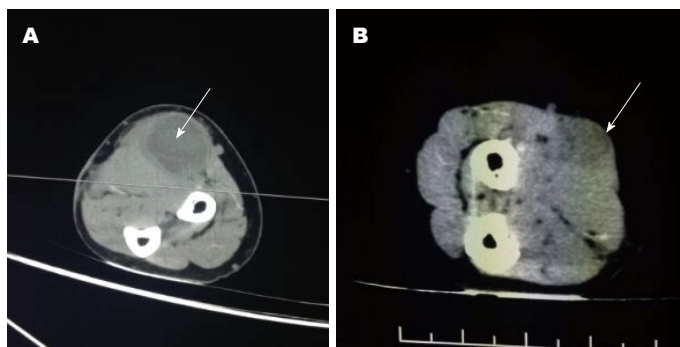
UPS治疗过程中影像学变化. A: 2015-07-06, 前臂CT: 右前臂桡侧肿块3.4 cm × 2.5 cm × 6.5 cm; B: 2016-02-24, 前臂CT: 右前臂桡骨侧软组织内(旋前圆肌旁)边界不清晰, 阴影密度稍低 (大小1.9 cm × 1.6 cm). UPS: 多形性未分化肉瘤.
